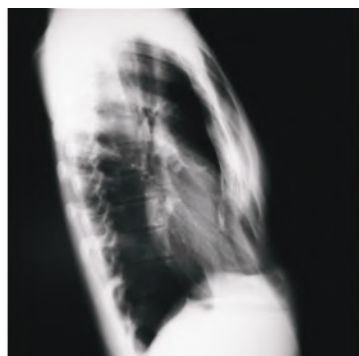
a) radiografía anteroposterior de tórax, se muestra escoliosis de paciente. b) radiografía lateral de paciente, nótese depresión en tercio inferior del cuerpo de esternón. c) tomografía de tórax, reconstrucción tridimensional.
